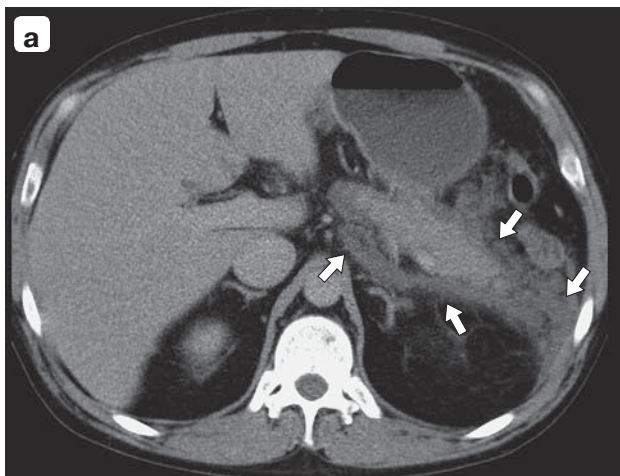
Компьютерные томограммы. 7-й день от начала заболевания. Сканы на разных уровнях (а, б). Венозная фаза. Острые некротические скопления (ANC) указаны стрелками.
